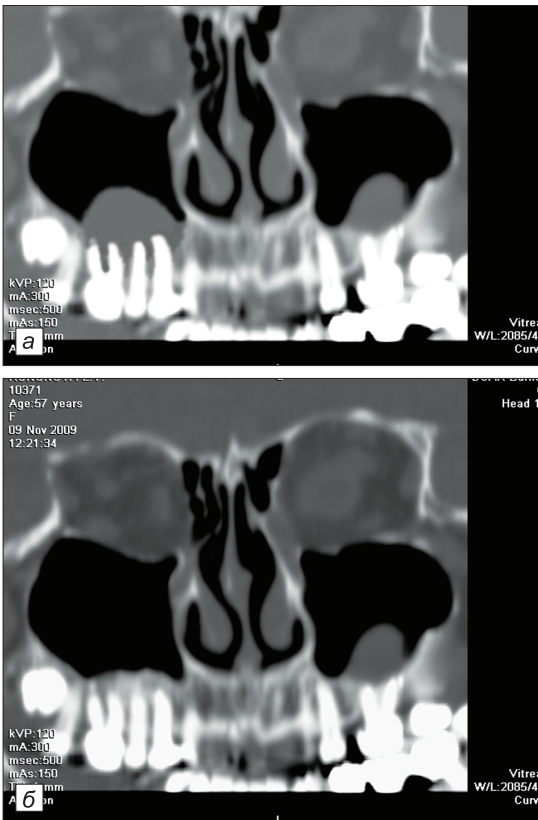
Реформат костей лицевого черепа пациентки Л., 57 лет, при МСКТ в развернутой проекции до лечения (а), через 12 мес после лазерной цистэктомии (б).
